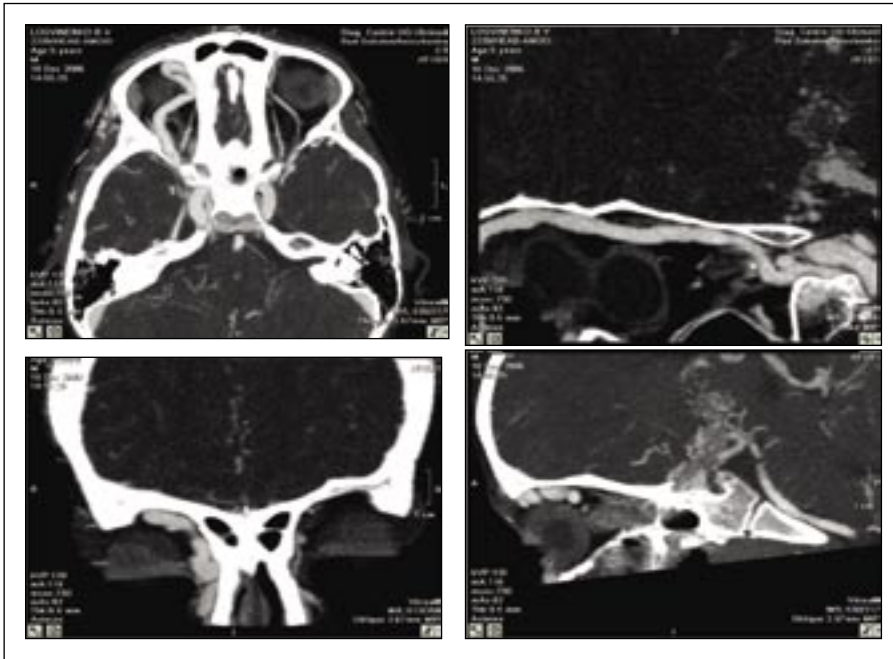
КТ пациента с артерио-венозной мальформацией с расширением артерии и выпячиванием глаза кпереди и книзу.
